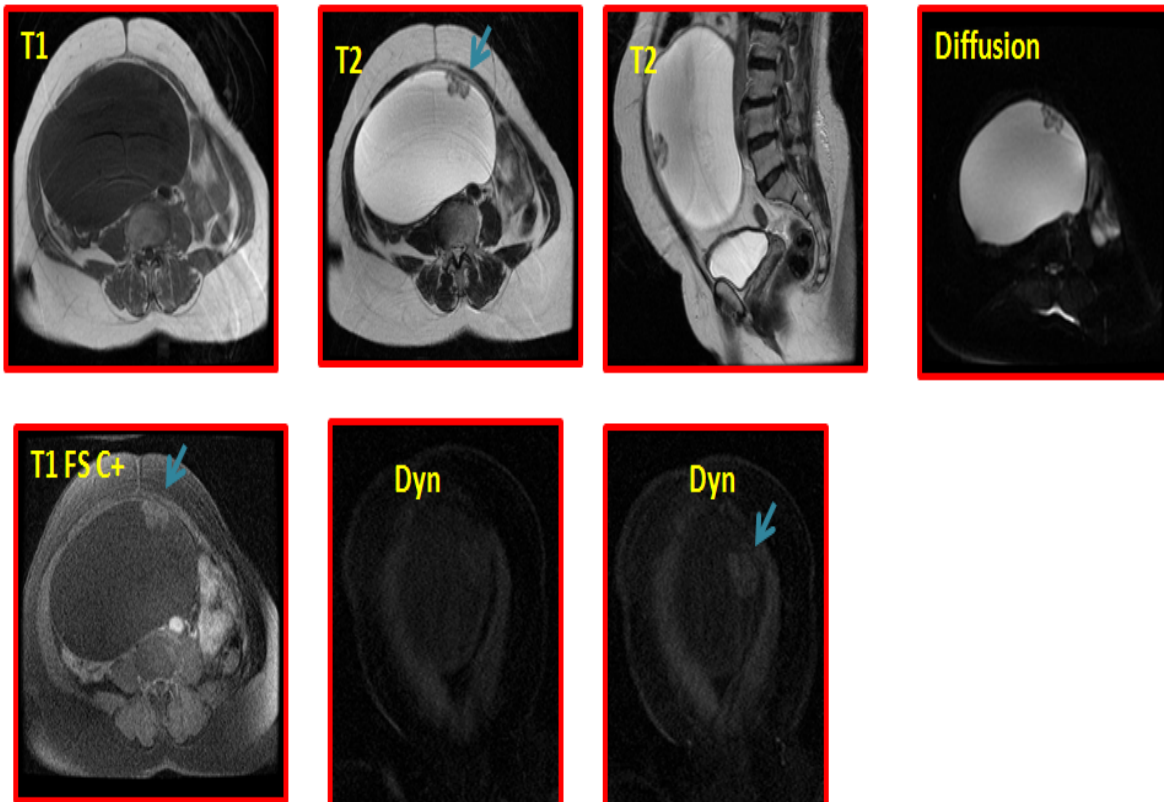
Cas n° 9 IRM réalisée au Chu Hassan II GO 2 de Fès.
